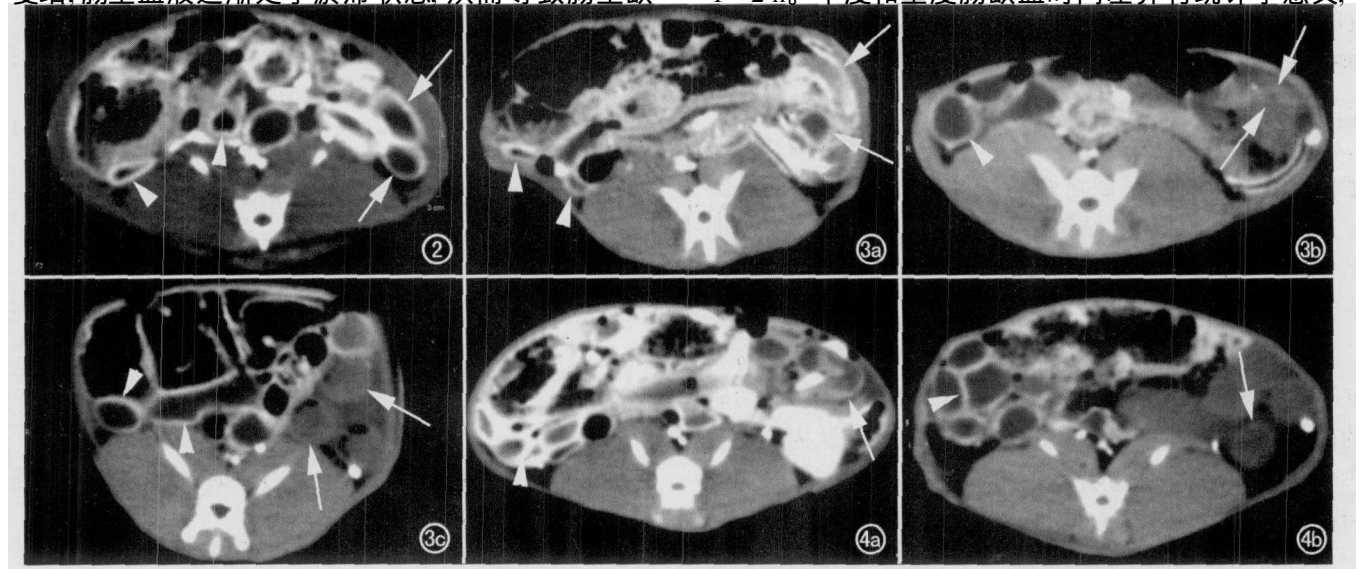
轻度肠缺血。CT 增强示闭袢肠曲壁(箭)强化明显,密度与非闭袢肠曲(箭头)相似,闭袢肠壁较非闭袢肠壁稍增厚。
